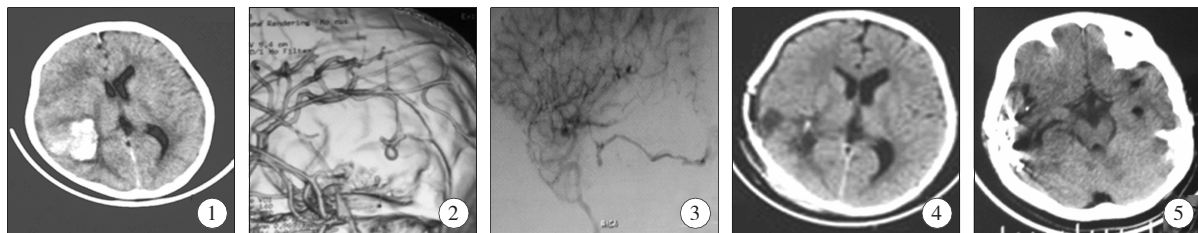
CT 检查图像; 图 2 CTA 检查图像; 图 3 手术后 DSA 复查图像; 图 4 手术后 CT 检查图像; 图 5 手术后头部 CT 复查显示为栓塞术后改变。
